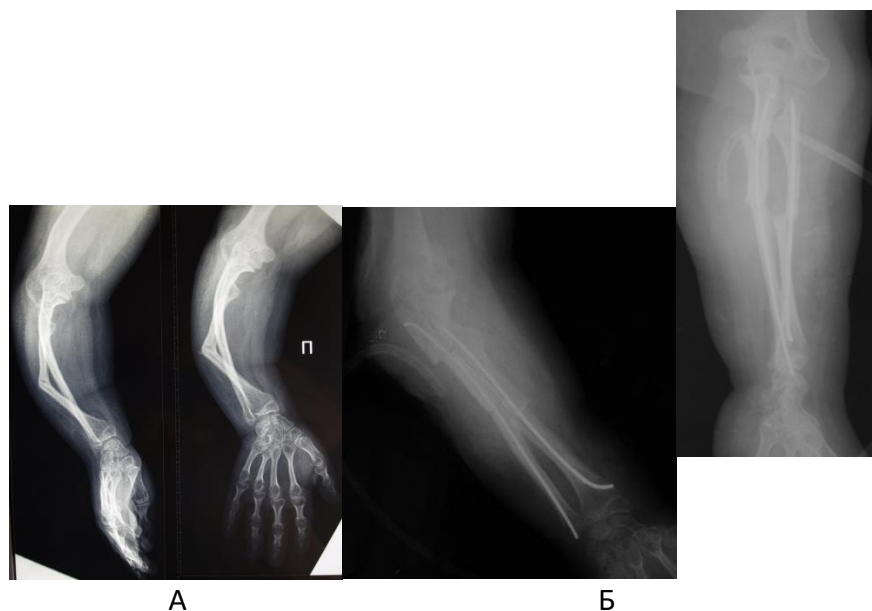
Пример коррекции деформаций костей предплечья: А – рентгенограммы предплечья до операции, Б – после коррекции деформаций и интрамедуллярного эластичного остеосинтеза.
